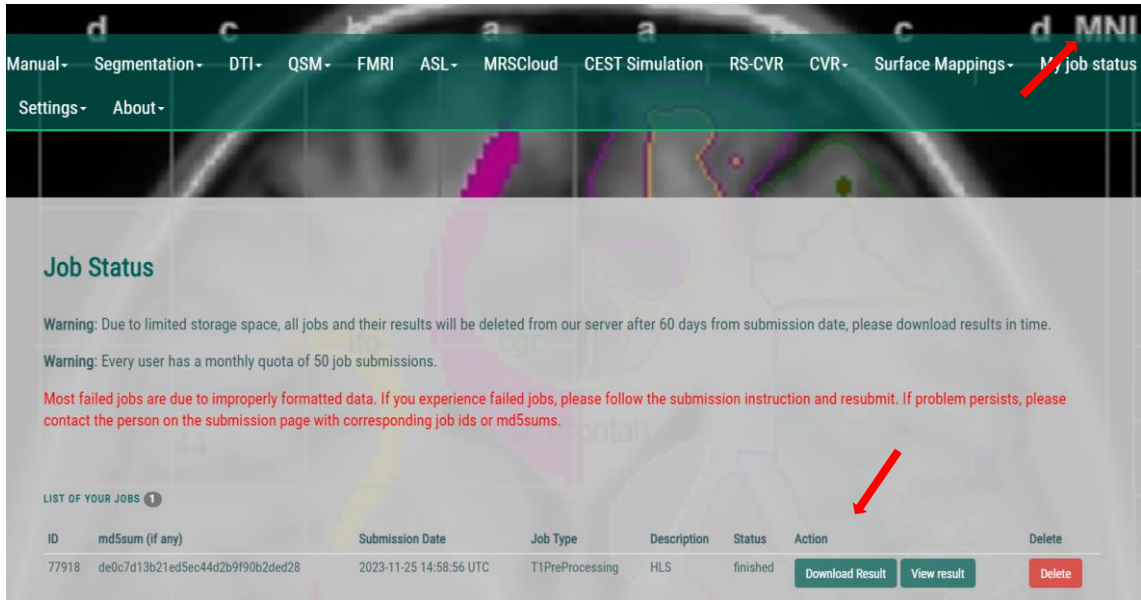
MRG Görüntülerini İstenilen Formata Dönüştürme-2
